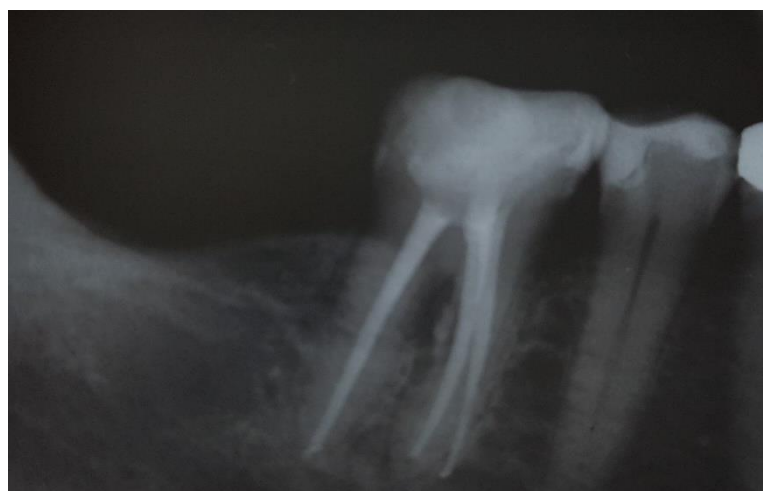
Radiografia final pela técnica do paralelismo.
